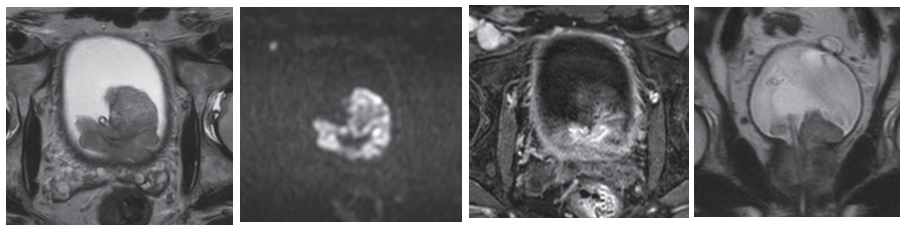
Contrast-enhanced MRI reveals a mass measuring $4.7 \times 4.4 \times 3.5$ cm in the urinary bladder neck, which clearly shows a high intensity.
